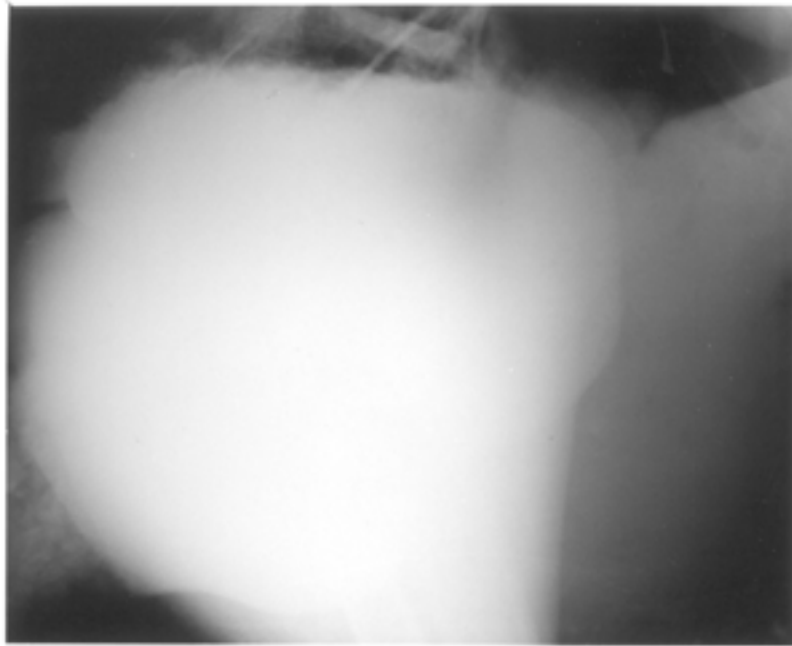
Zentroventrale (V2) Röntgenaufnahme von einer 2,5 Jahre alten Straußenhenne unter Verwendung der 6-Kassetten Technik. Die massive Beinmuskulatur schränkt die Darstellbarkeit der mittleren Körperregion stark ein. Doch obwohl das radiographische Detail schlecht ist, hat diese Ansicht dennoch diagnostisches Potential für Fremdkörper und Anschoppungen im Drüsen – und Muskelmagen. Der Muskelmagen kann aufgrund seines physiologischen Inhaltes (Steine) kranioventral zur Weichteildichte der Beinmuskulatur gesehen werden.
